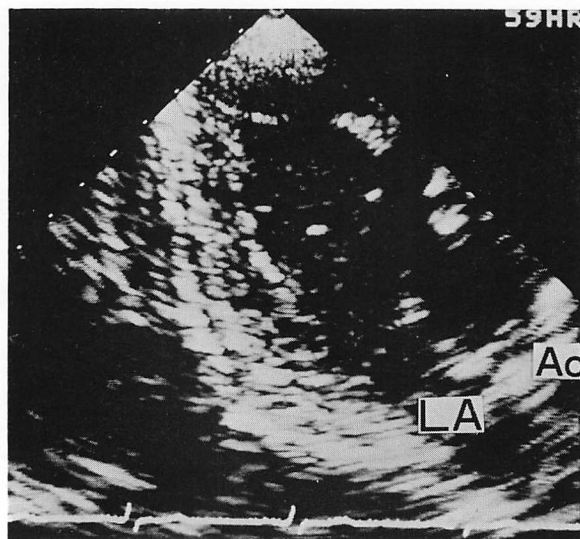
Two-dimensional echocardiograms in a patient with prosthetic valve regurgitation in the aortic position (Case 1).
